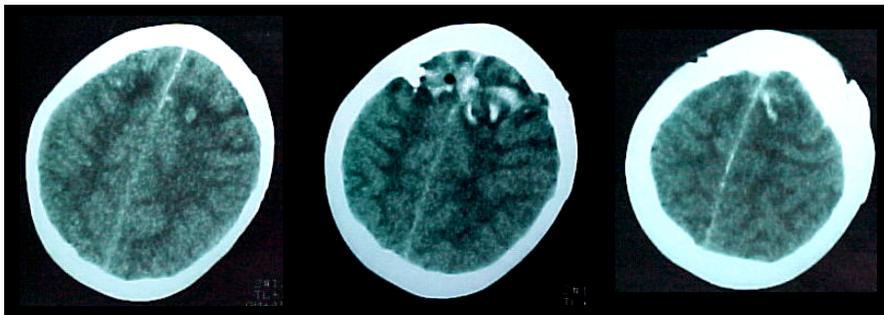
TC simple del 25 de noviembre del 2003.
